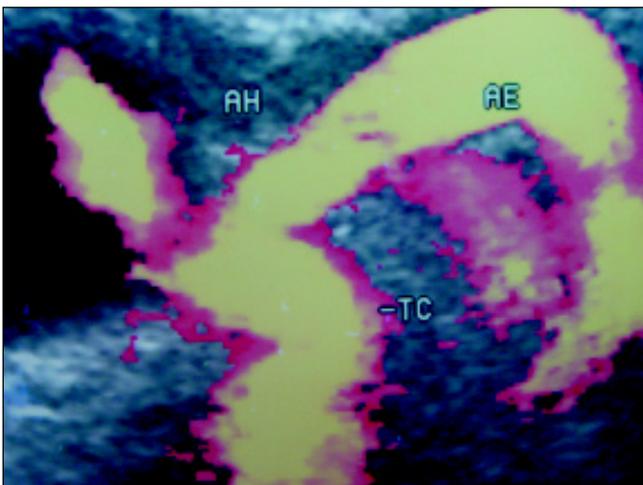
Corte ultra-sonográfico com Doppler de amplitude ao nível do tronco celíaco e do hilo hepático.
